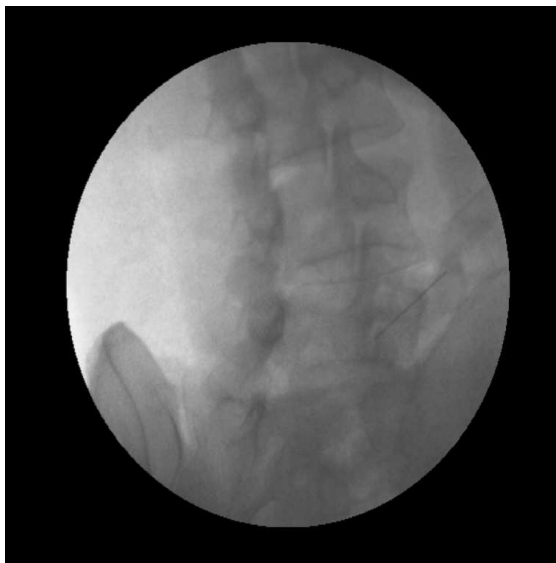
요추 후관절강내 주사. 방사선 투시 장치하에 제5요추/제1천추간 요추 후관절강에 주사 한다.
